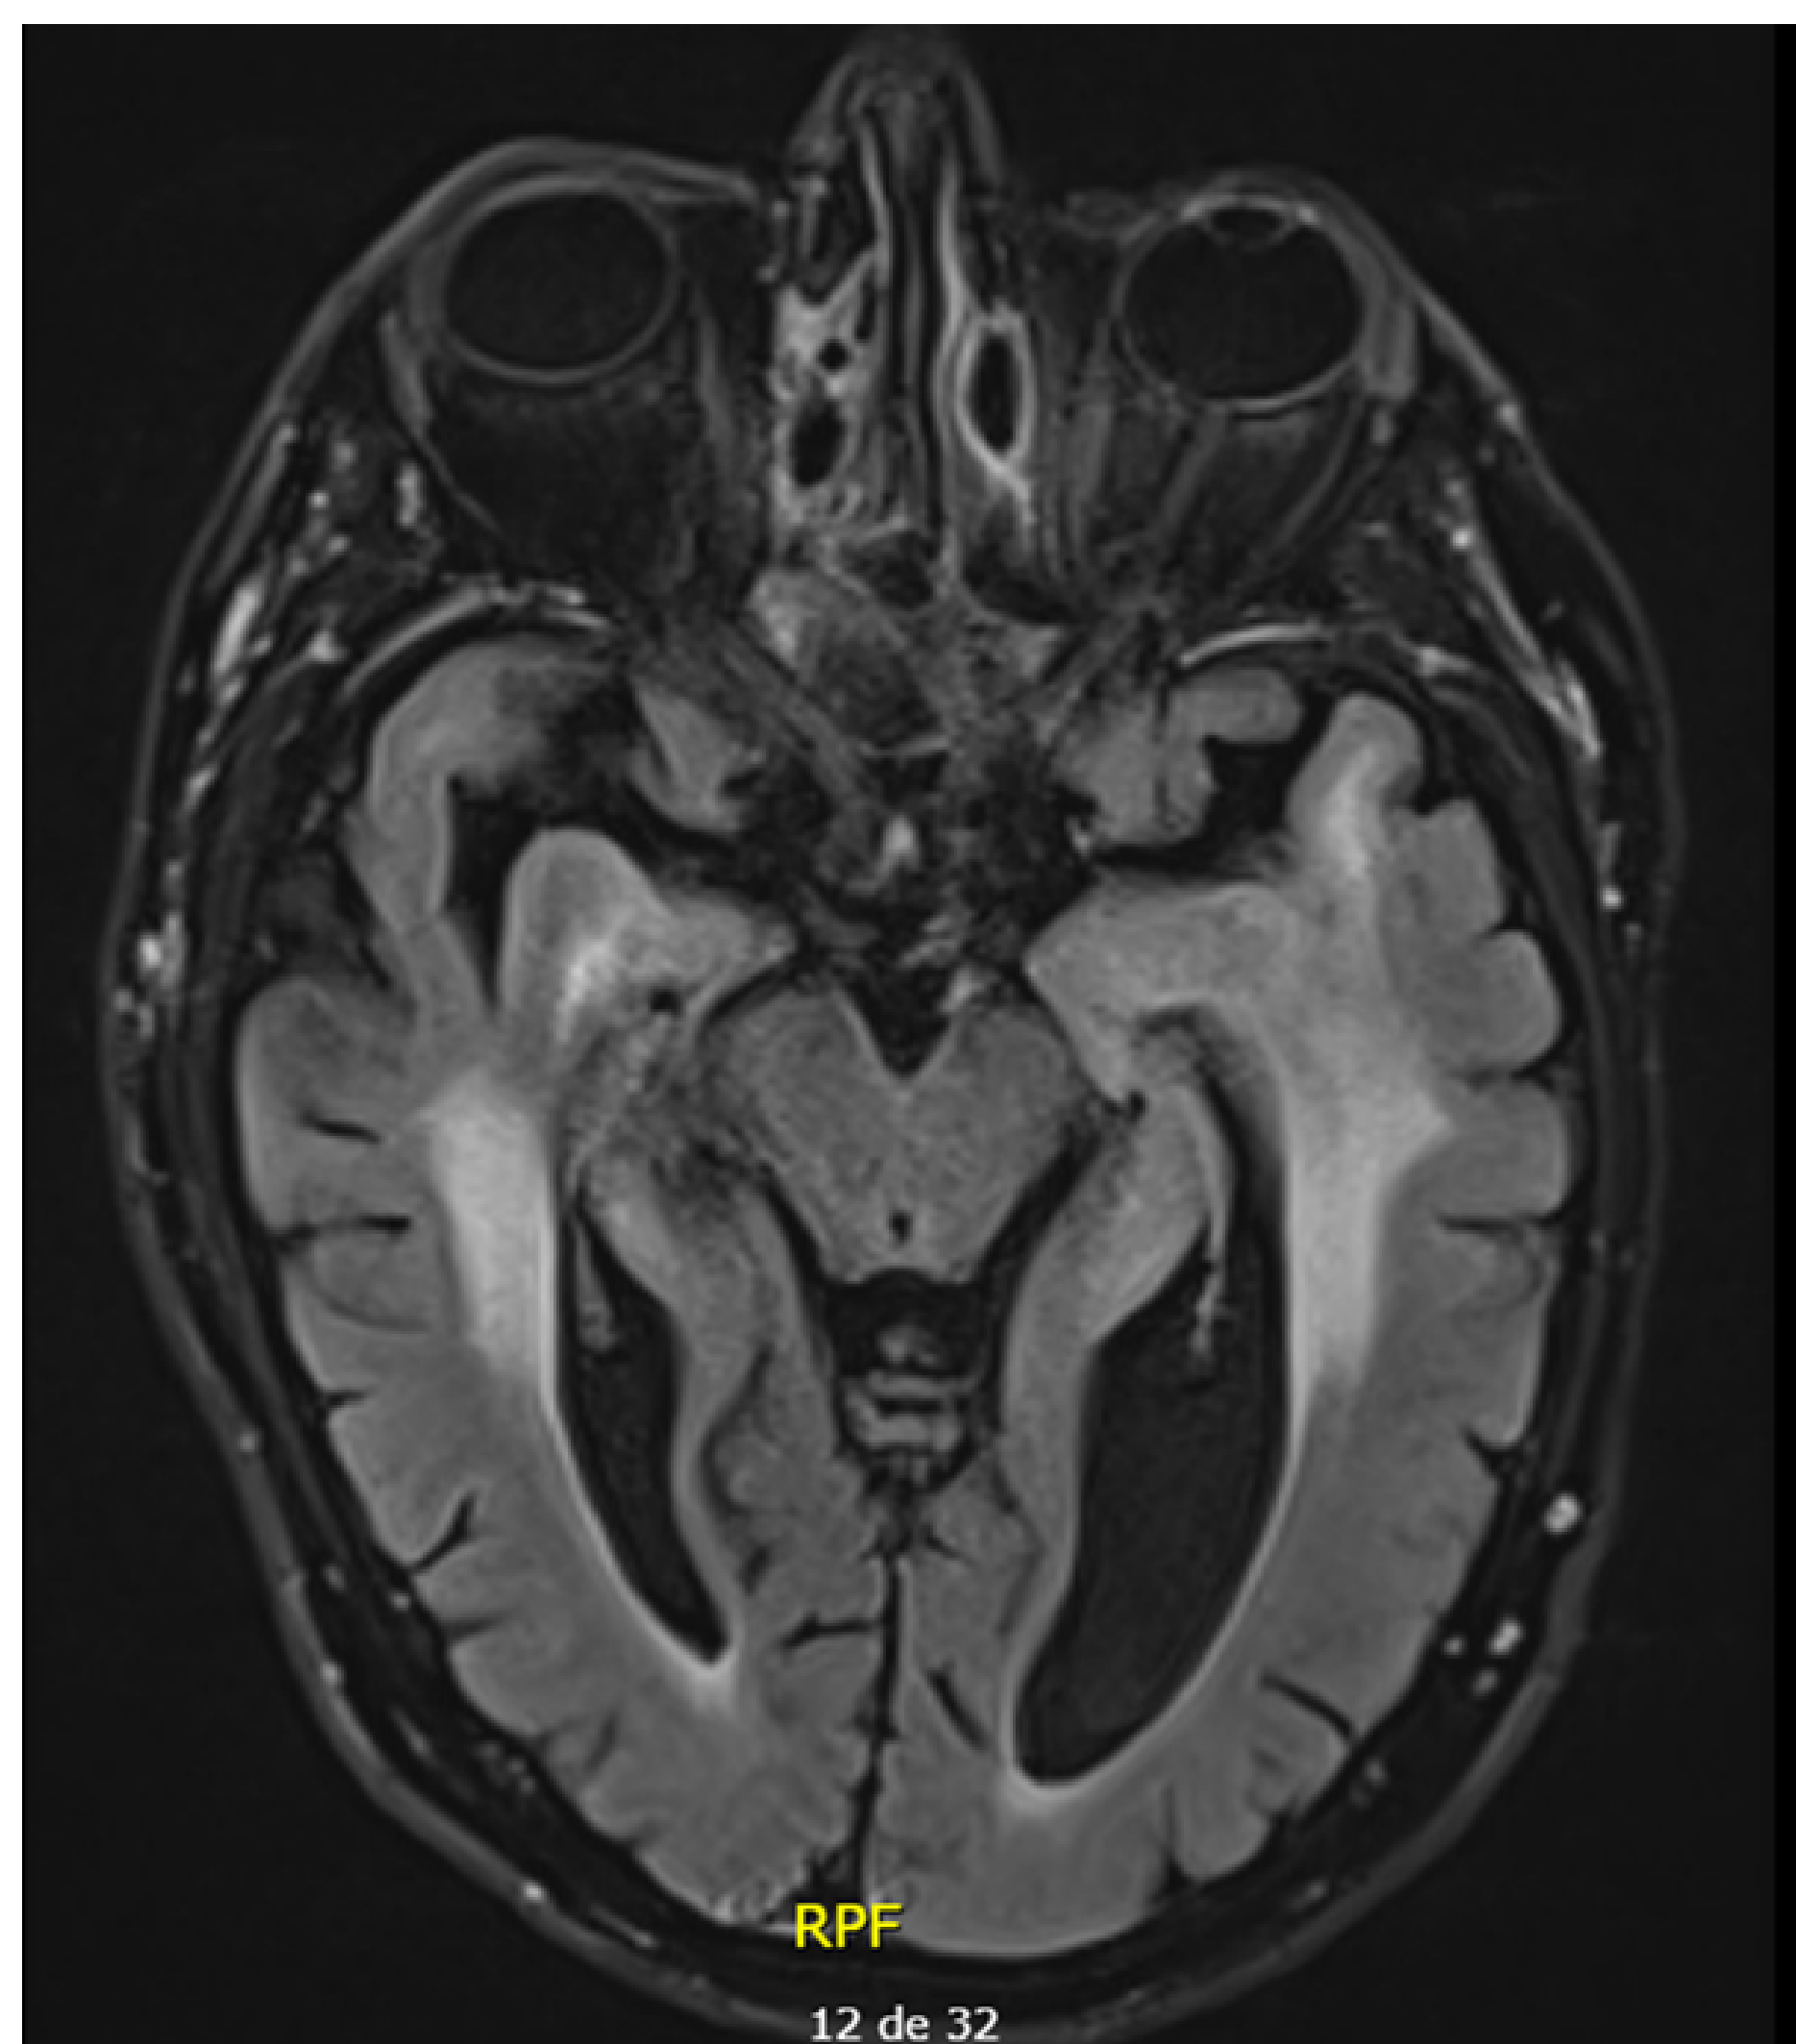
Hypersignal FLAIR de la substance blanche temporale bilatérale prédominant en interne
